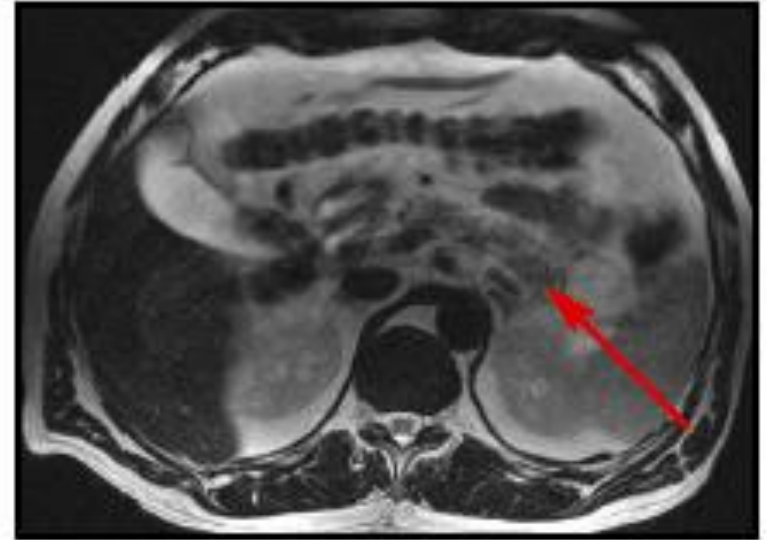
IRM pancréatique : tumeur infiltrante de la queue du pancréas.
